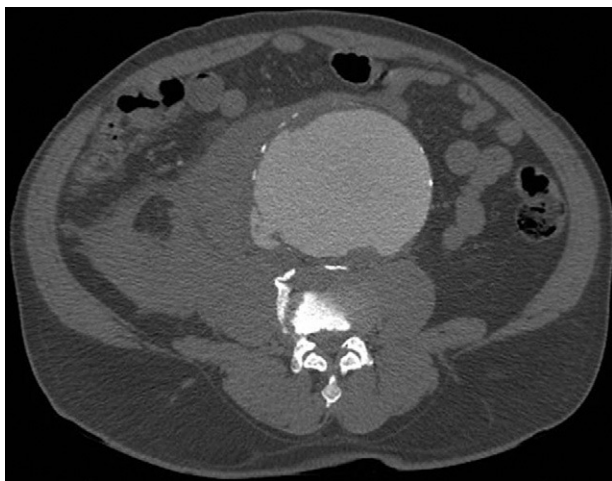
TC abdominopélvica, corte axial: aneurisma de aorta abdominal infrarrenal roto con fístula aortocava.
